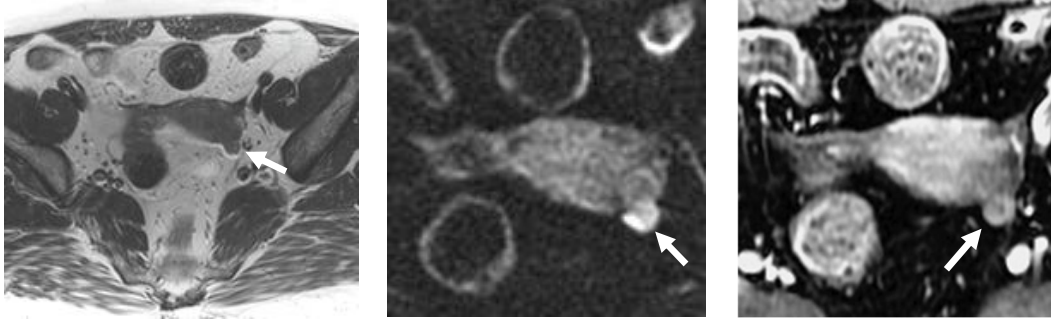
A. T2 強調像 B. reduced FOV DWI C. Dynamic MRI (早期相)
